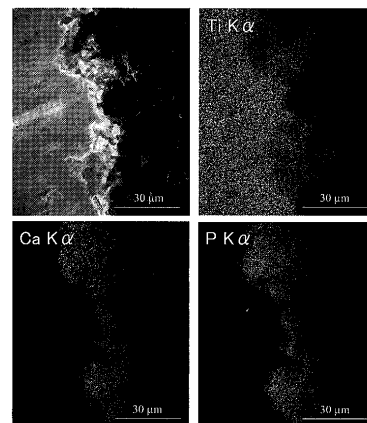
HAインプラント試料断面の二次電子像 (左上) と特性X線像 (Ca Kα, Ti Kα, P Kα)
